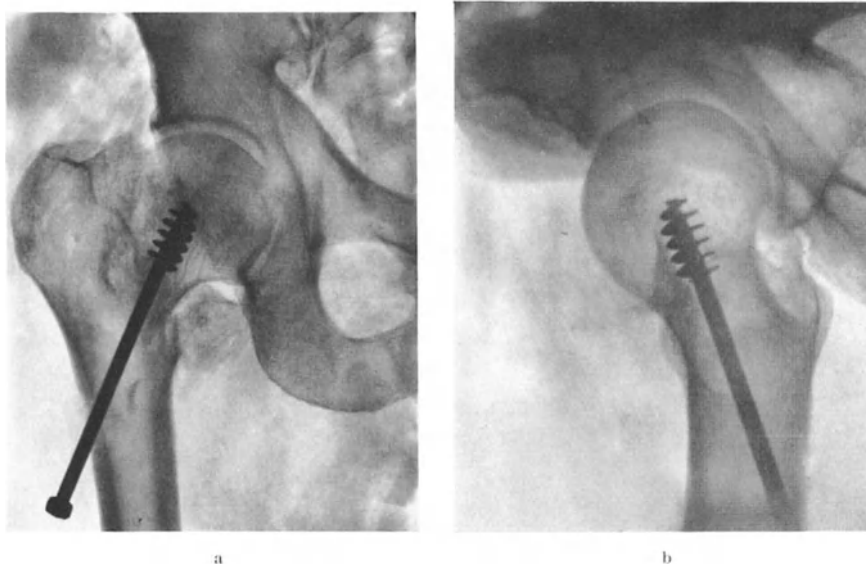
a und b. Röntgenaufnahmen des Hüftgelenkes durch einen HULTÉN-Verband. a Anteroposteriore Aufnahme. b Seitliche Aufnahme.
